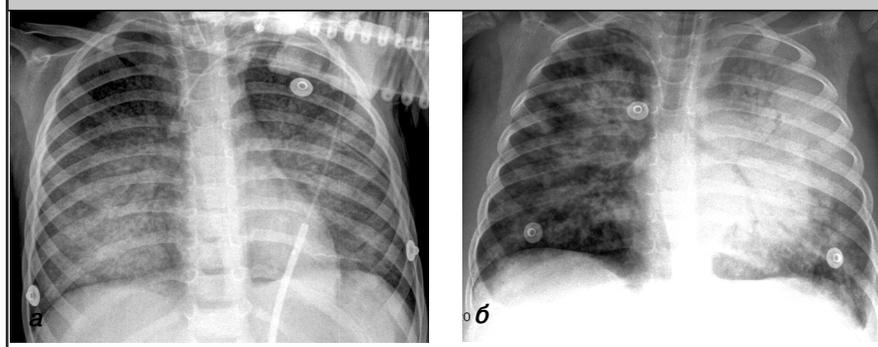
Рентгенография: диффузная неравномерная интерстициальная инфильтрация хлопьевидного характера: а – Пациент А., б – Пациент Б.
